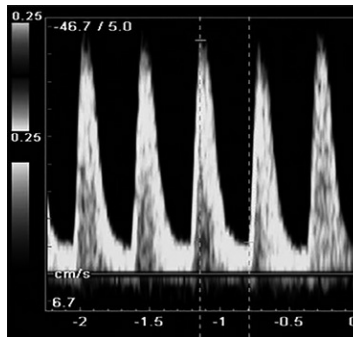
Doppler de la arteria umbilical (ausencia de flujo en diástole)
